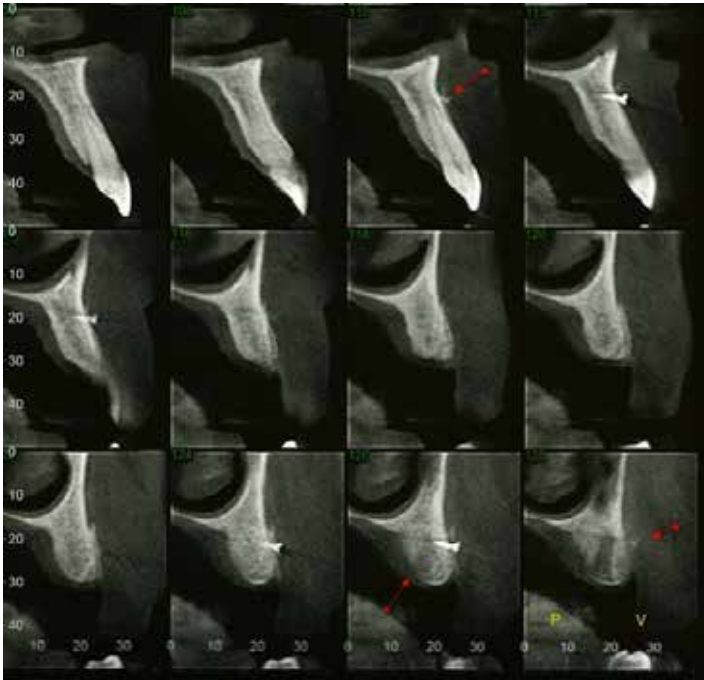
Tomografía cone-beam.
